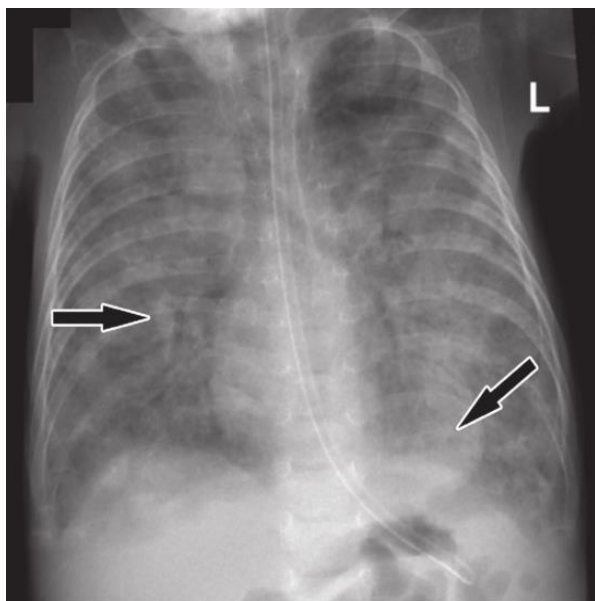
Radiographie thoracique chez un nourrisson de 6 mois avec PAP due à une mutation du gène MARS : des opacités alvéolaires diffuses plus proéminentes dans les zones basales et péri-bronchiques [86].
